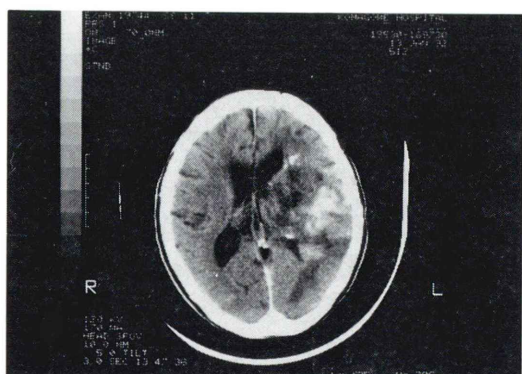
A 56-year-old female with anaplastic astrocytoma. CT scan shows a low-density lesion with irregular enhancement in the left parietal lobe.
